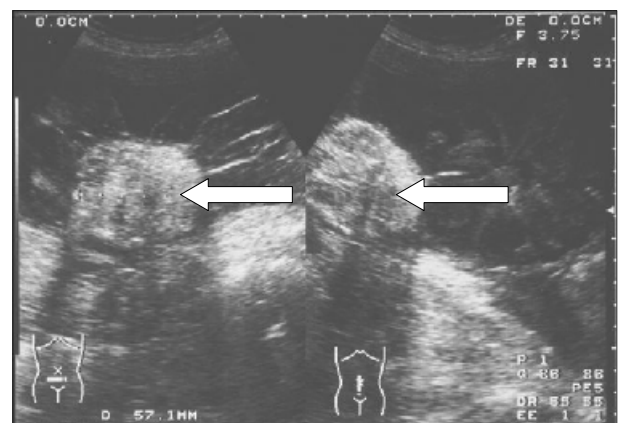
Ecotomografia pélvica: Cistadenoma mucinoso associado a teratoma maduro (setas)
